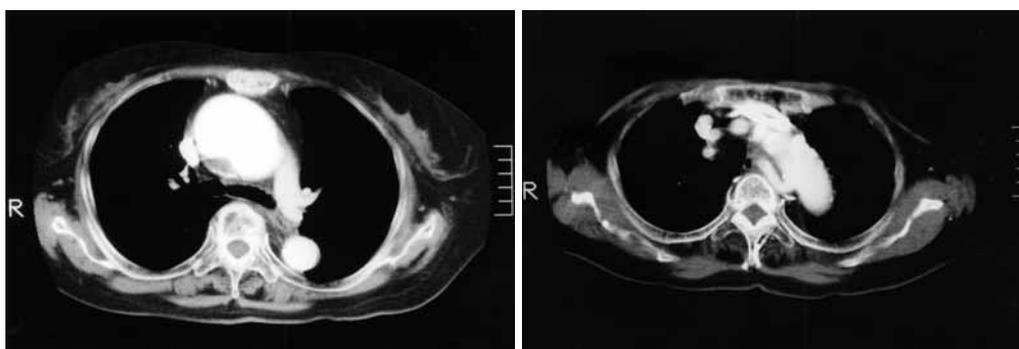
Preoperative computed tomography of the chest shows an ascending arch aneurysm (A) and an ARSA passing in front of the thoracic vertebrae. The orifice of ARSA was not aneurysmal (B).
